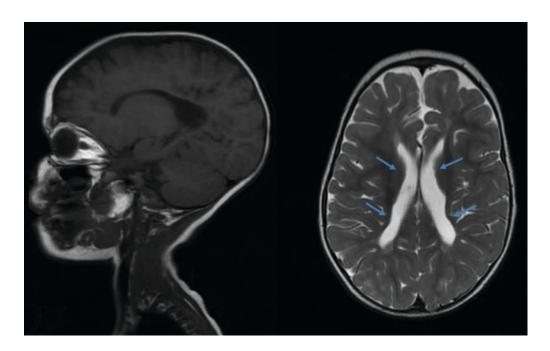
Результаты МРТ головного мозга пробанда.
